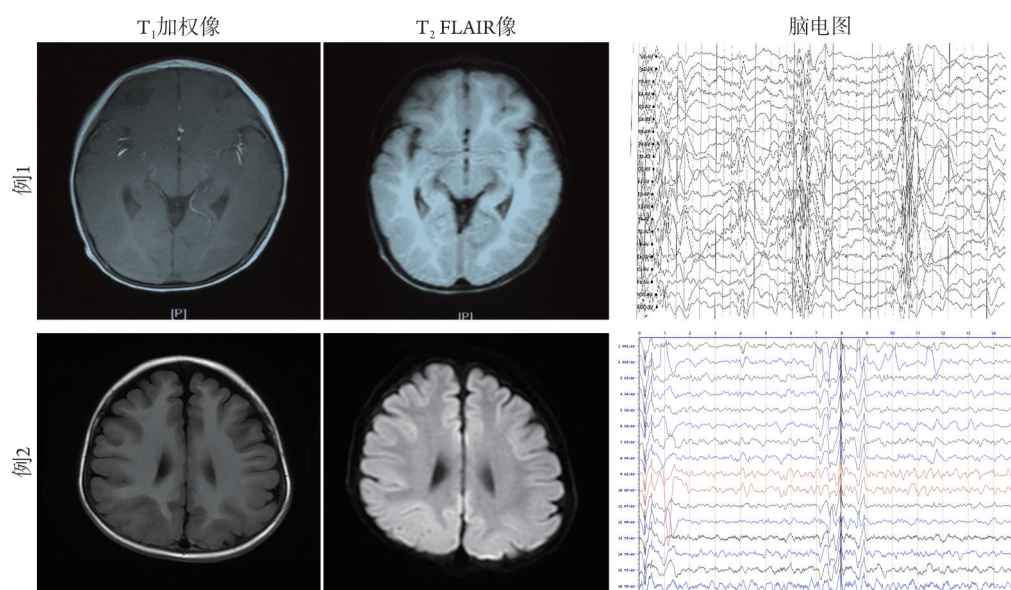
两例DYNC1H1相关IESS患儿头颅MRI
